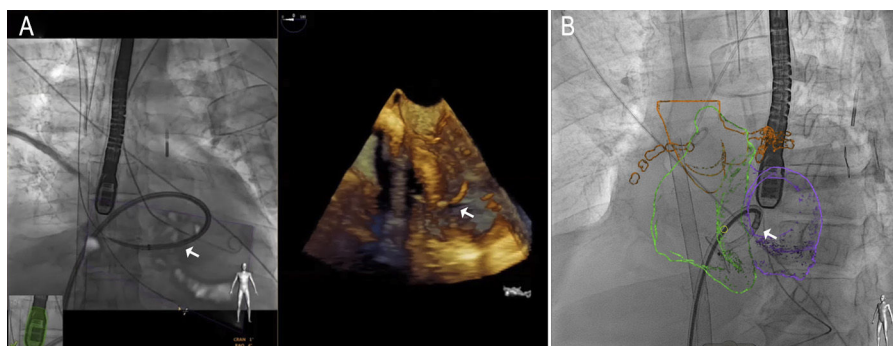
Ejemplo de fusión de imagen con ecocardiografía (A) y tomografía computarizada (B) durante el cierre percutáneo de una comunicación interatrial posinfarto. Nótese la vaina a través del defecto.
